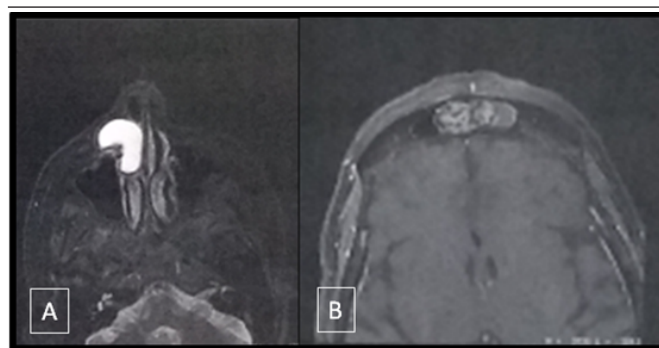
Imagens de ressonância magnética
